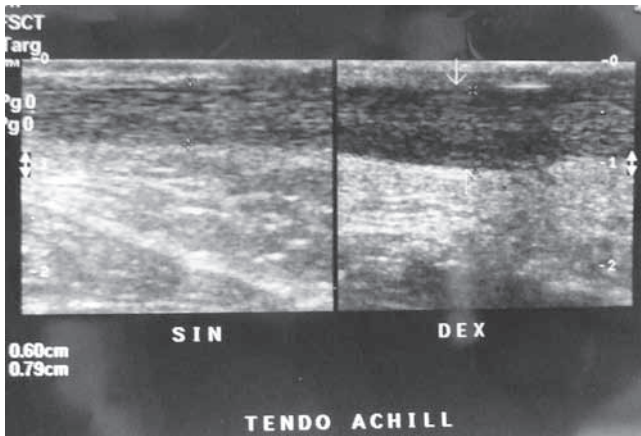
Больная И. (32 года) {8}, спортсменка, была госпитализирована в клинику № 85 с диагнозом «двусторонний хронический ахиллобурсит» (2011 г.). Заключение по результатам УЗИ: ультразвуковые признаки хронического (вялотекущего) тендинита правого ахиллова сухожилия; хронического паратенонита левого ахиллова сухожилия (вне обострения). Глубокие пяточные синовиальные сумки не расширены.
